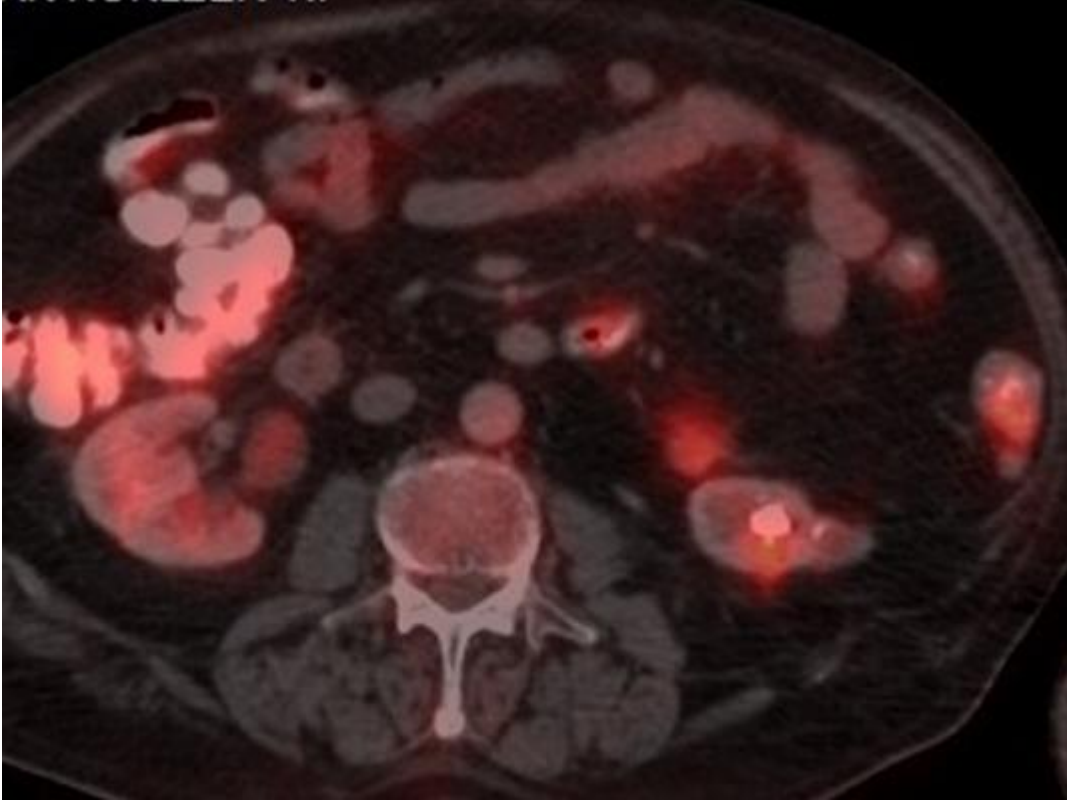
FDG-PET (axial section)
